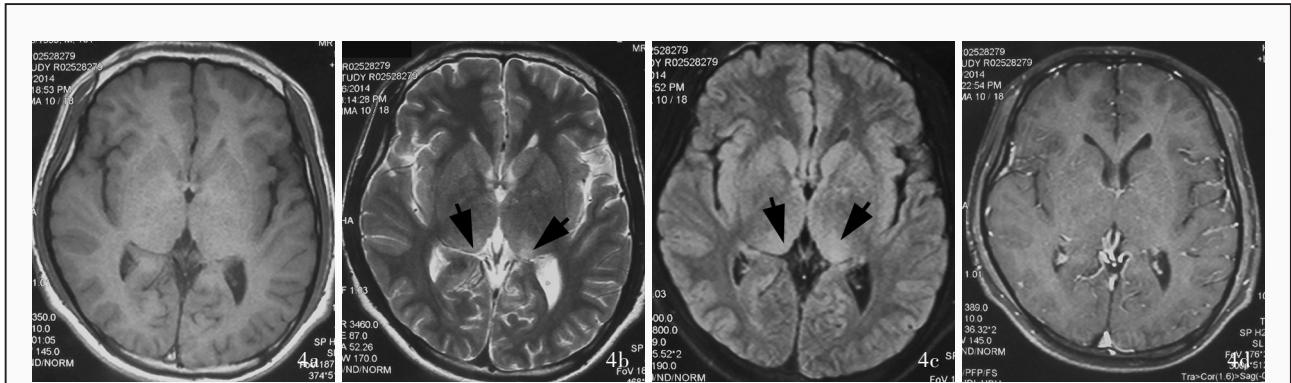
例 2 患者头部 MRI 检查所见 4a 横断面 T<sub>1</sub>WI 显示双侧丘脑等信号影 4b 横断面 T<sub>2</sub>WI 显示双侧丘脑斑片状稍高信号影 (箭头所示) 4c 横断面 FLAIR 成像显示双侧丘脑高信号影(箭头所示) 4d 横断面增强 T<sub>1</sub>WI 显示双侧丘脑病灶无强化
